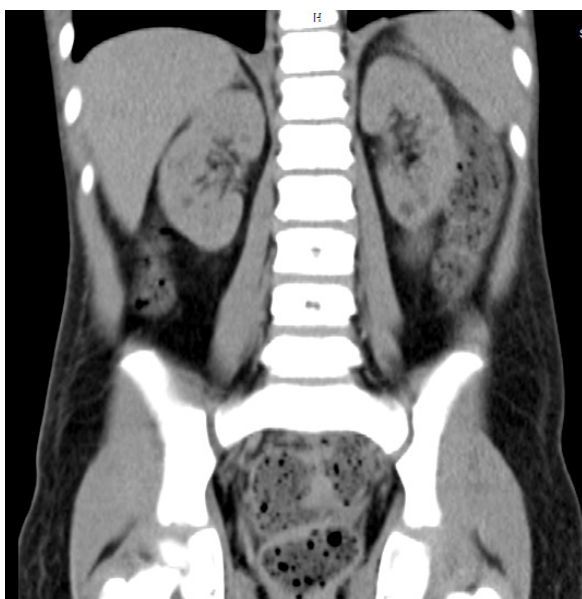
Компьютерная томография почек у пациента 10 лет
